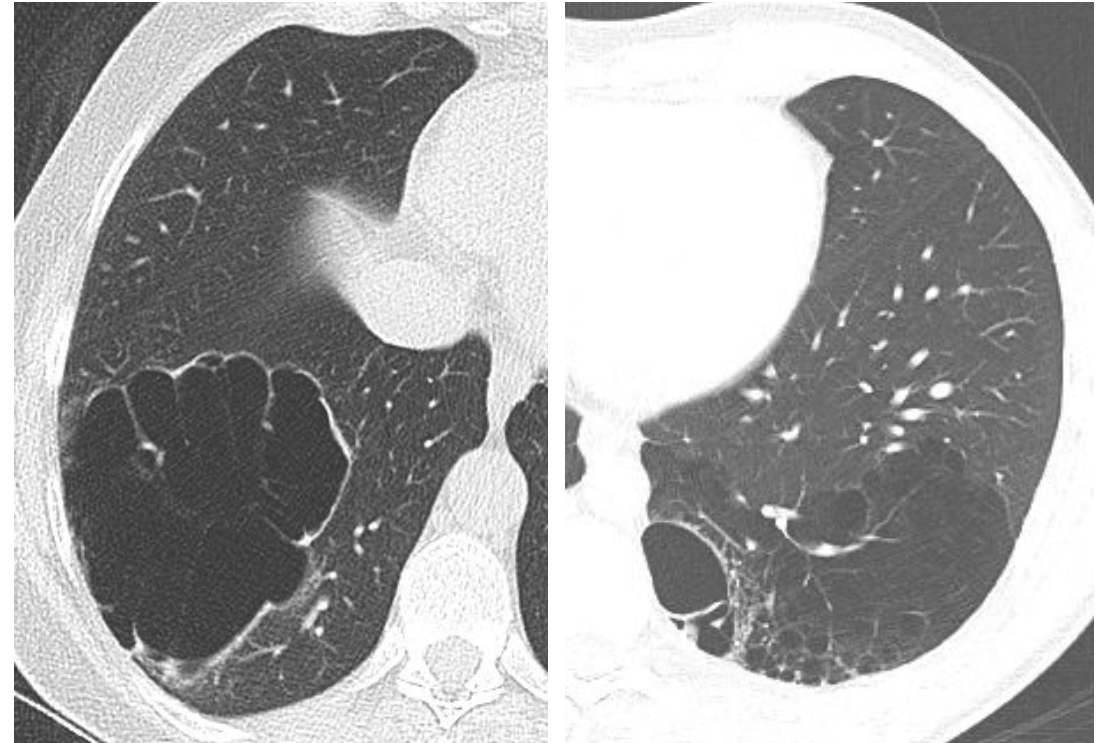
Corte TC axial en ventana en ventana pulmonar. Dos pacientes diferentes con CPAM tipo 1, lesiones multiquísticas de gran tamaño con quistes mayores a 2 cm.
